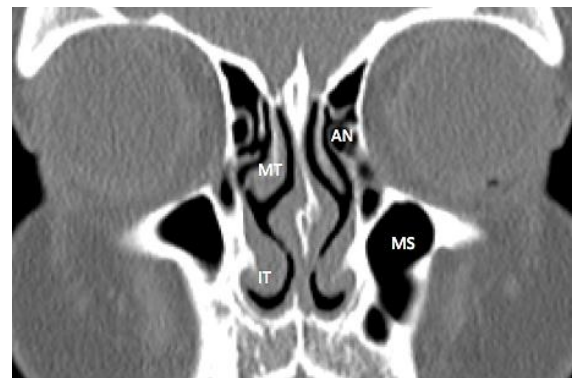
TC coronal muestra la celda agger nasi (AN), cornete inferior (IT) y medial (MT), y el seno maxilar (MS)
